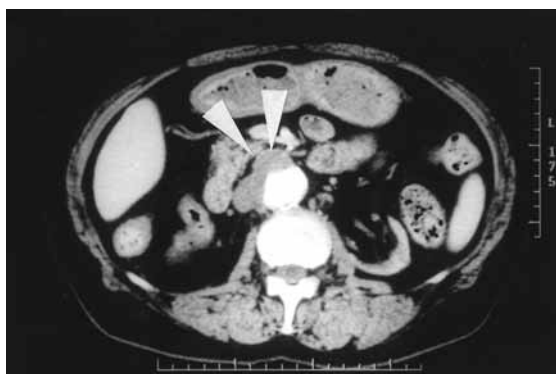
Preoperative computed tomography scan showing the sacular aneurysm of the infra-renal abdominal aorta.
